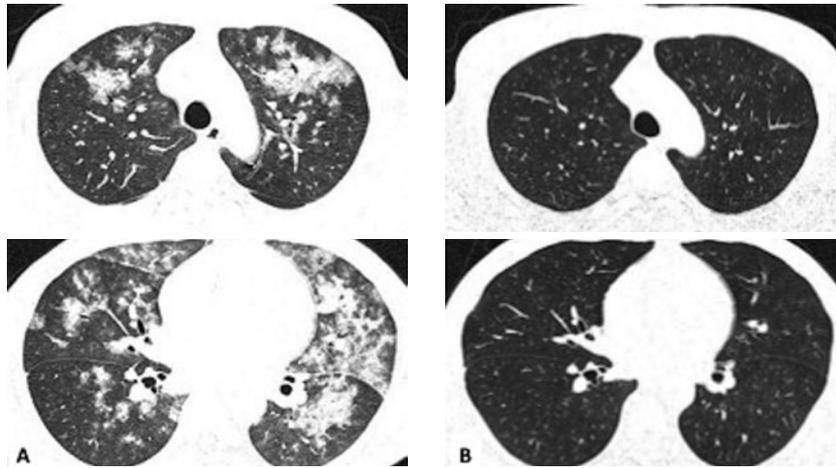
胸部造影CT。(A)入院時。気管支周囲を中心に粒状影、辺縁不整なすりガラス陰影および air bronchogram を伴う consolidation を認める。(B)第8病日。入院時に認められた陰影は消失している。
